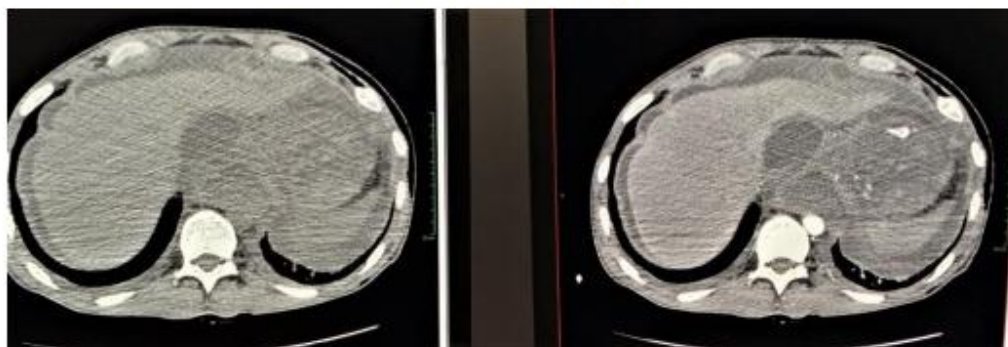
Contrast-enhanced abdominal computed tomography highlights the erosion of an adjacent artery (splenic artery) by the pancreatic pseudocyst (A. Without contrast-enhancement; B. With contrast-enhancement).
